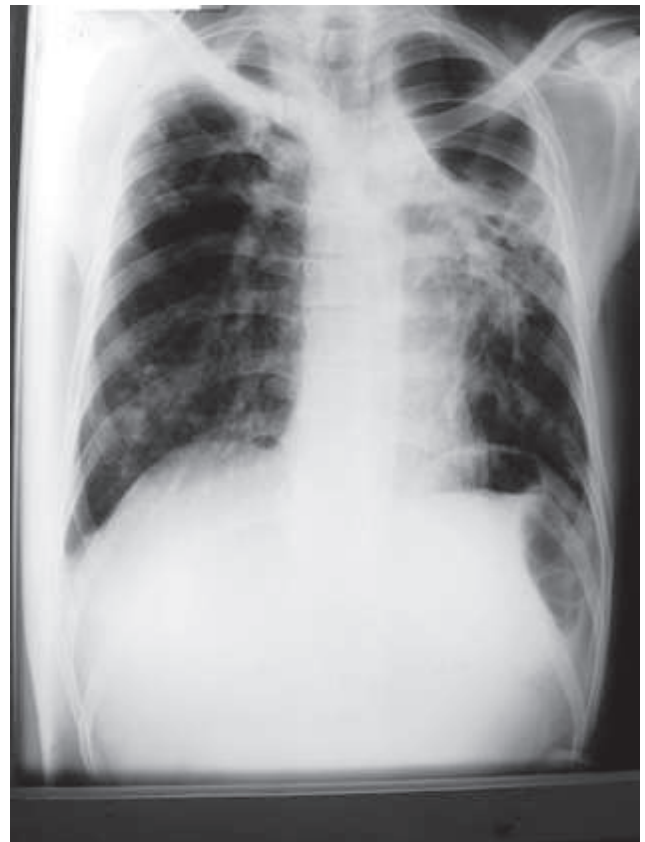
Radiografía posteroanterior de tórax de diciembre de 2005 que muestra áreas de cavitación en campos superiores, especialmente se observa una gran cavidad en campos superior y medio izquierdos. Nodulillos en el resto del parénquima pulmonar. Tuberculosis pulmonar multirresistente.
